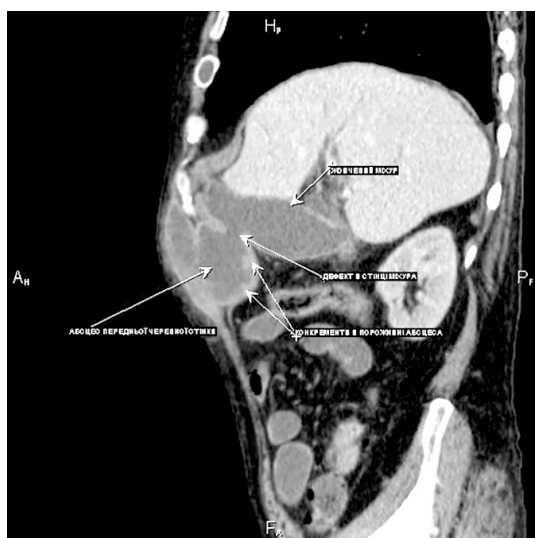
Комп'ютерна томограма.
